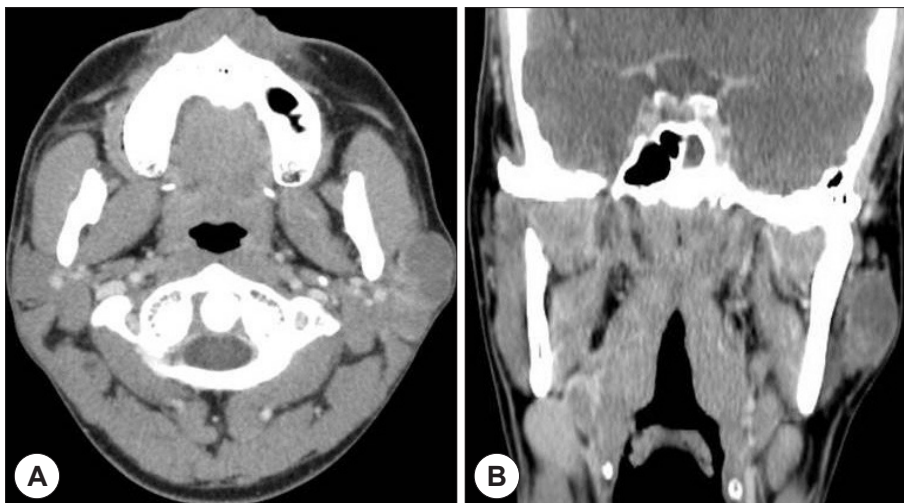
A : The axial CT scan shows about 2.2×1.7 cm sized nodular lesion in the Left parotid gland. That shows central low attenuation and peripheral rim enhancement with smooth margin. B : The Coronal CT scan shows that no Lymph node enlargements are detected in both upper internal jugular chains.
